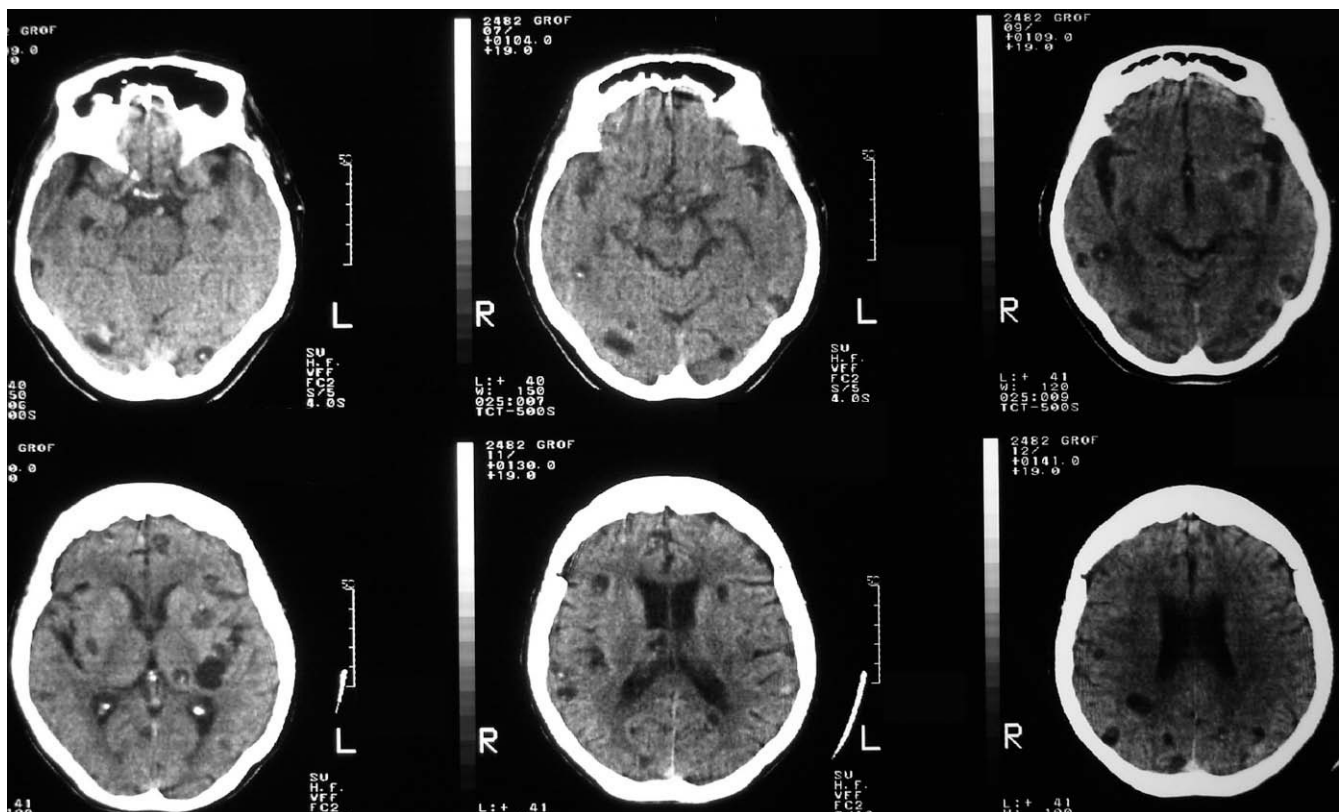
TC de encéfalo de la misma paciente que evidencia múltiples quistes de cisticerco con y sin escólex localizados en ambos hemisferios.
